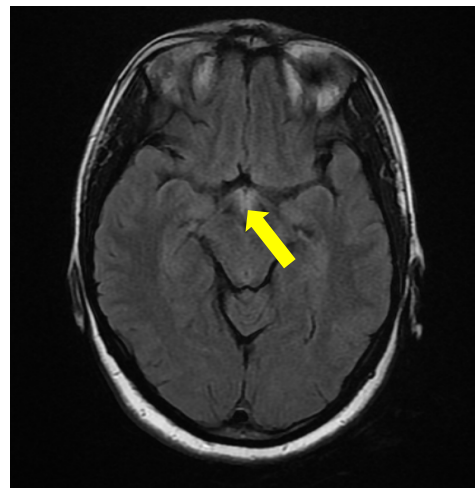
Axial FLAIR weighted cerebral MRI showing a symmetrical hyperintense signal in the mamillary bodies (yellow arrow)
